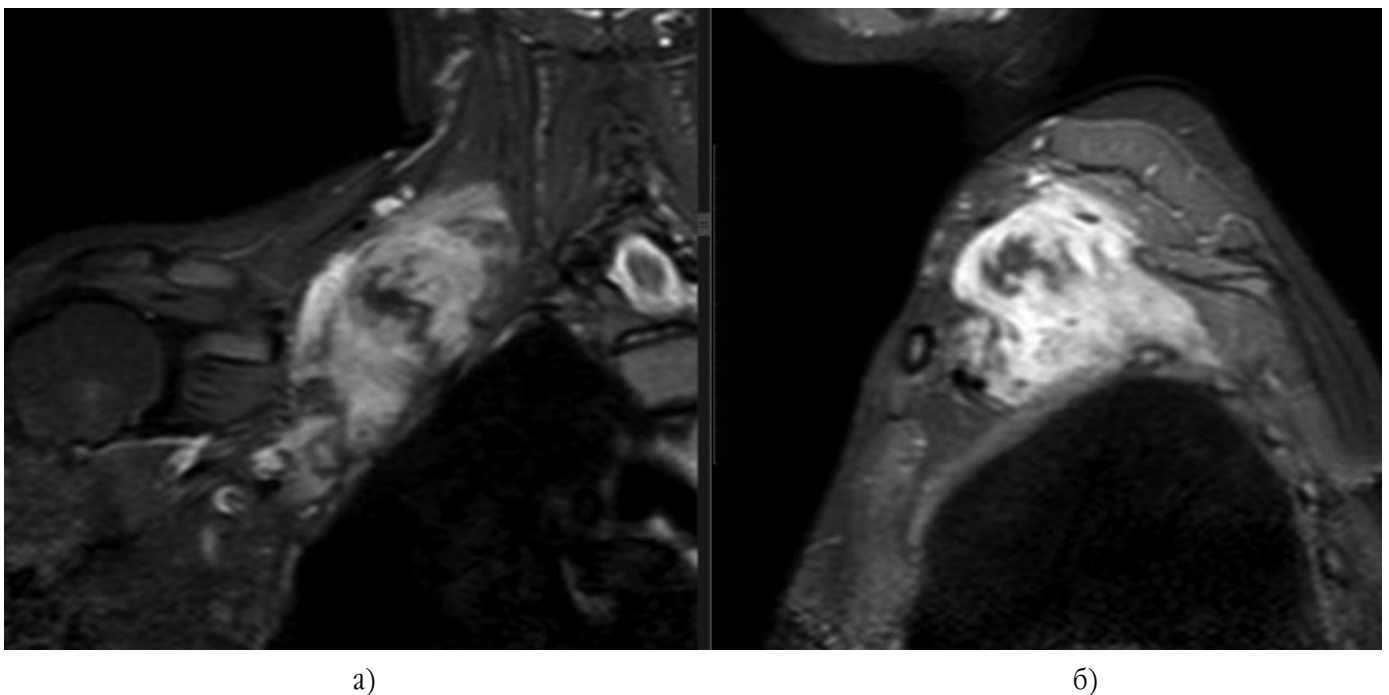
На МР-томограмах у режимі STIR візуалізується метастатичне ураження ребер (первинна пухлина – аденокарцинома підшлункової залози): а) у корональній проекції; б) у сагітальній проекції
